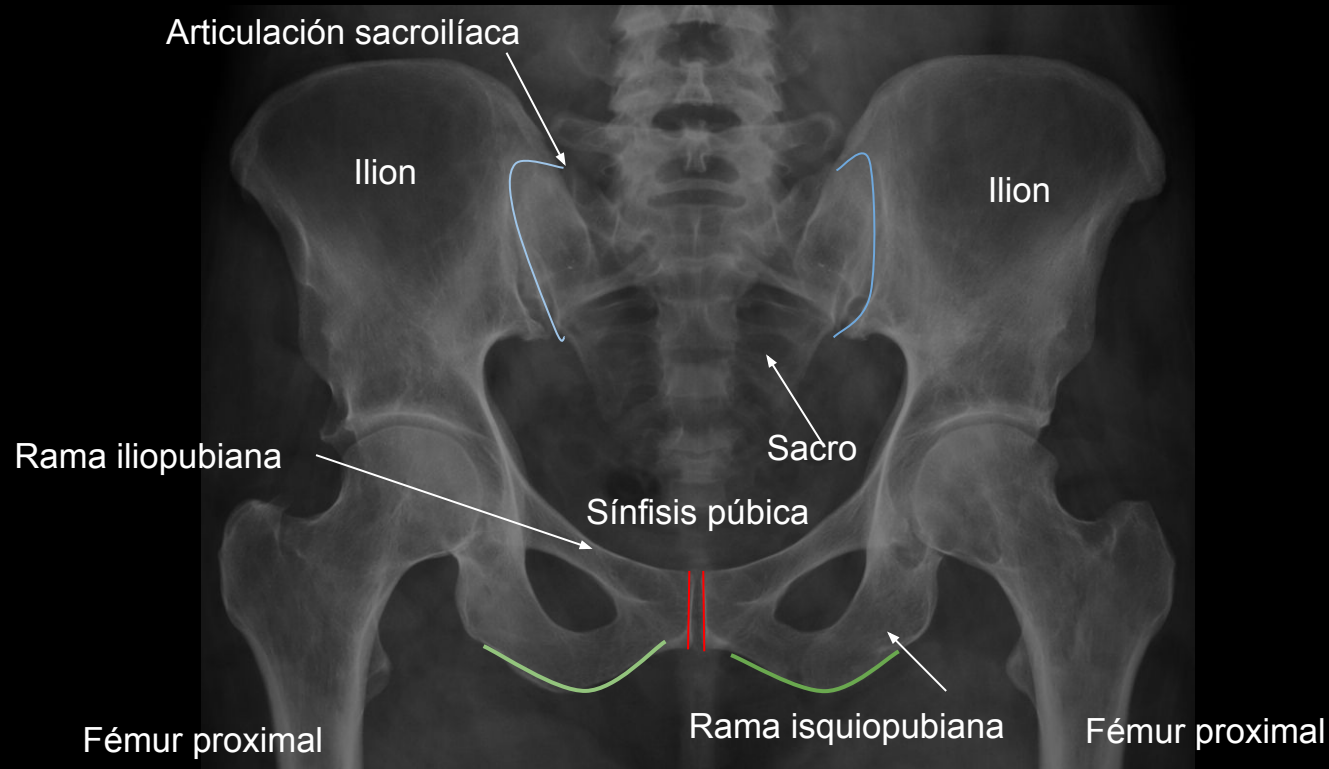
Radiografía de pelvis en proyección anteroposterior (AP). Radiografía simple de pelvis en proyección anteroposterior que muestra las principales estructuras óseas del anillo pélvico.
